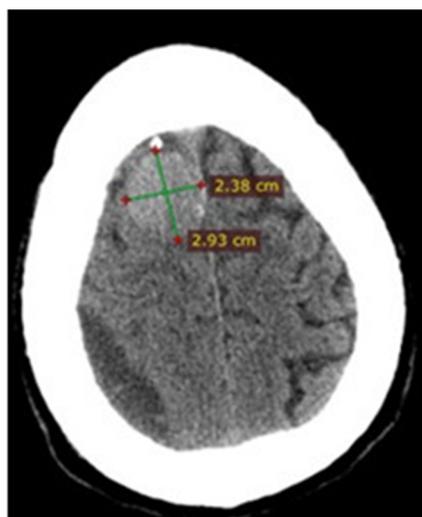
Tomografía computada multicorte de cráneo. Vista axial.
